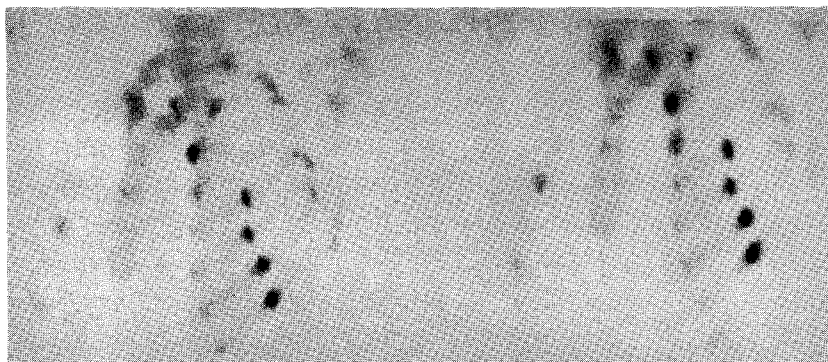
^{99m}Tc-MDP bone scintigraphy at 3 hour (left) and 24 hour (right) show multiple uptakes due to recent traumatic fracture. 24/3 radio-uptake ratio ([lesion/non-lesion uptake ratio at 24 hour]/[lesion/non-lesion uptake ratio at 3 hour]) was 1.28.
